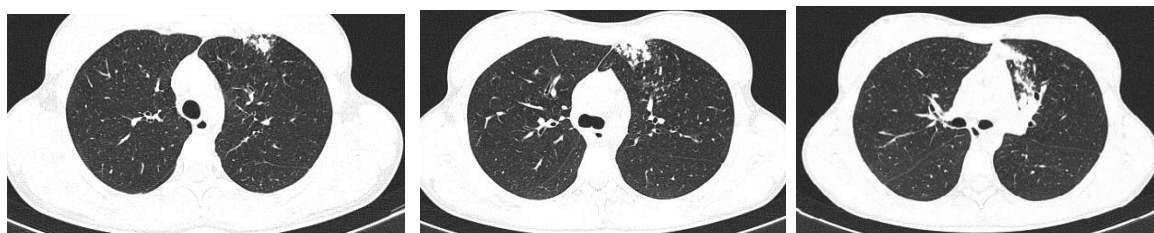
7б, 7в – Аксиальные срезы КТ ОГК при поступлении
